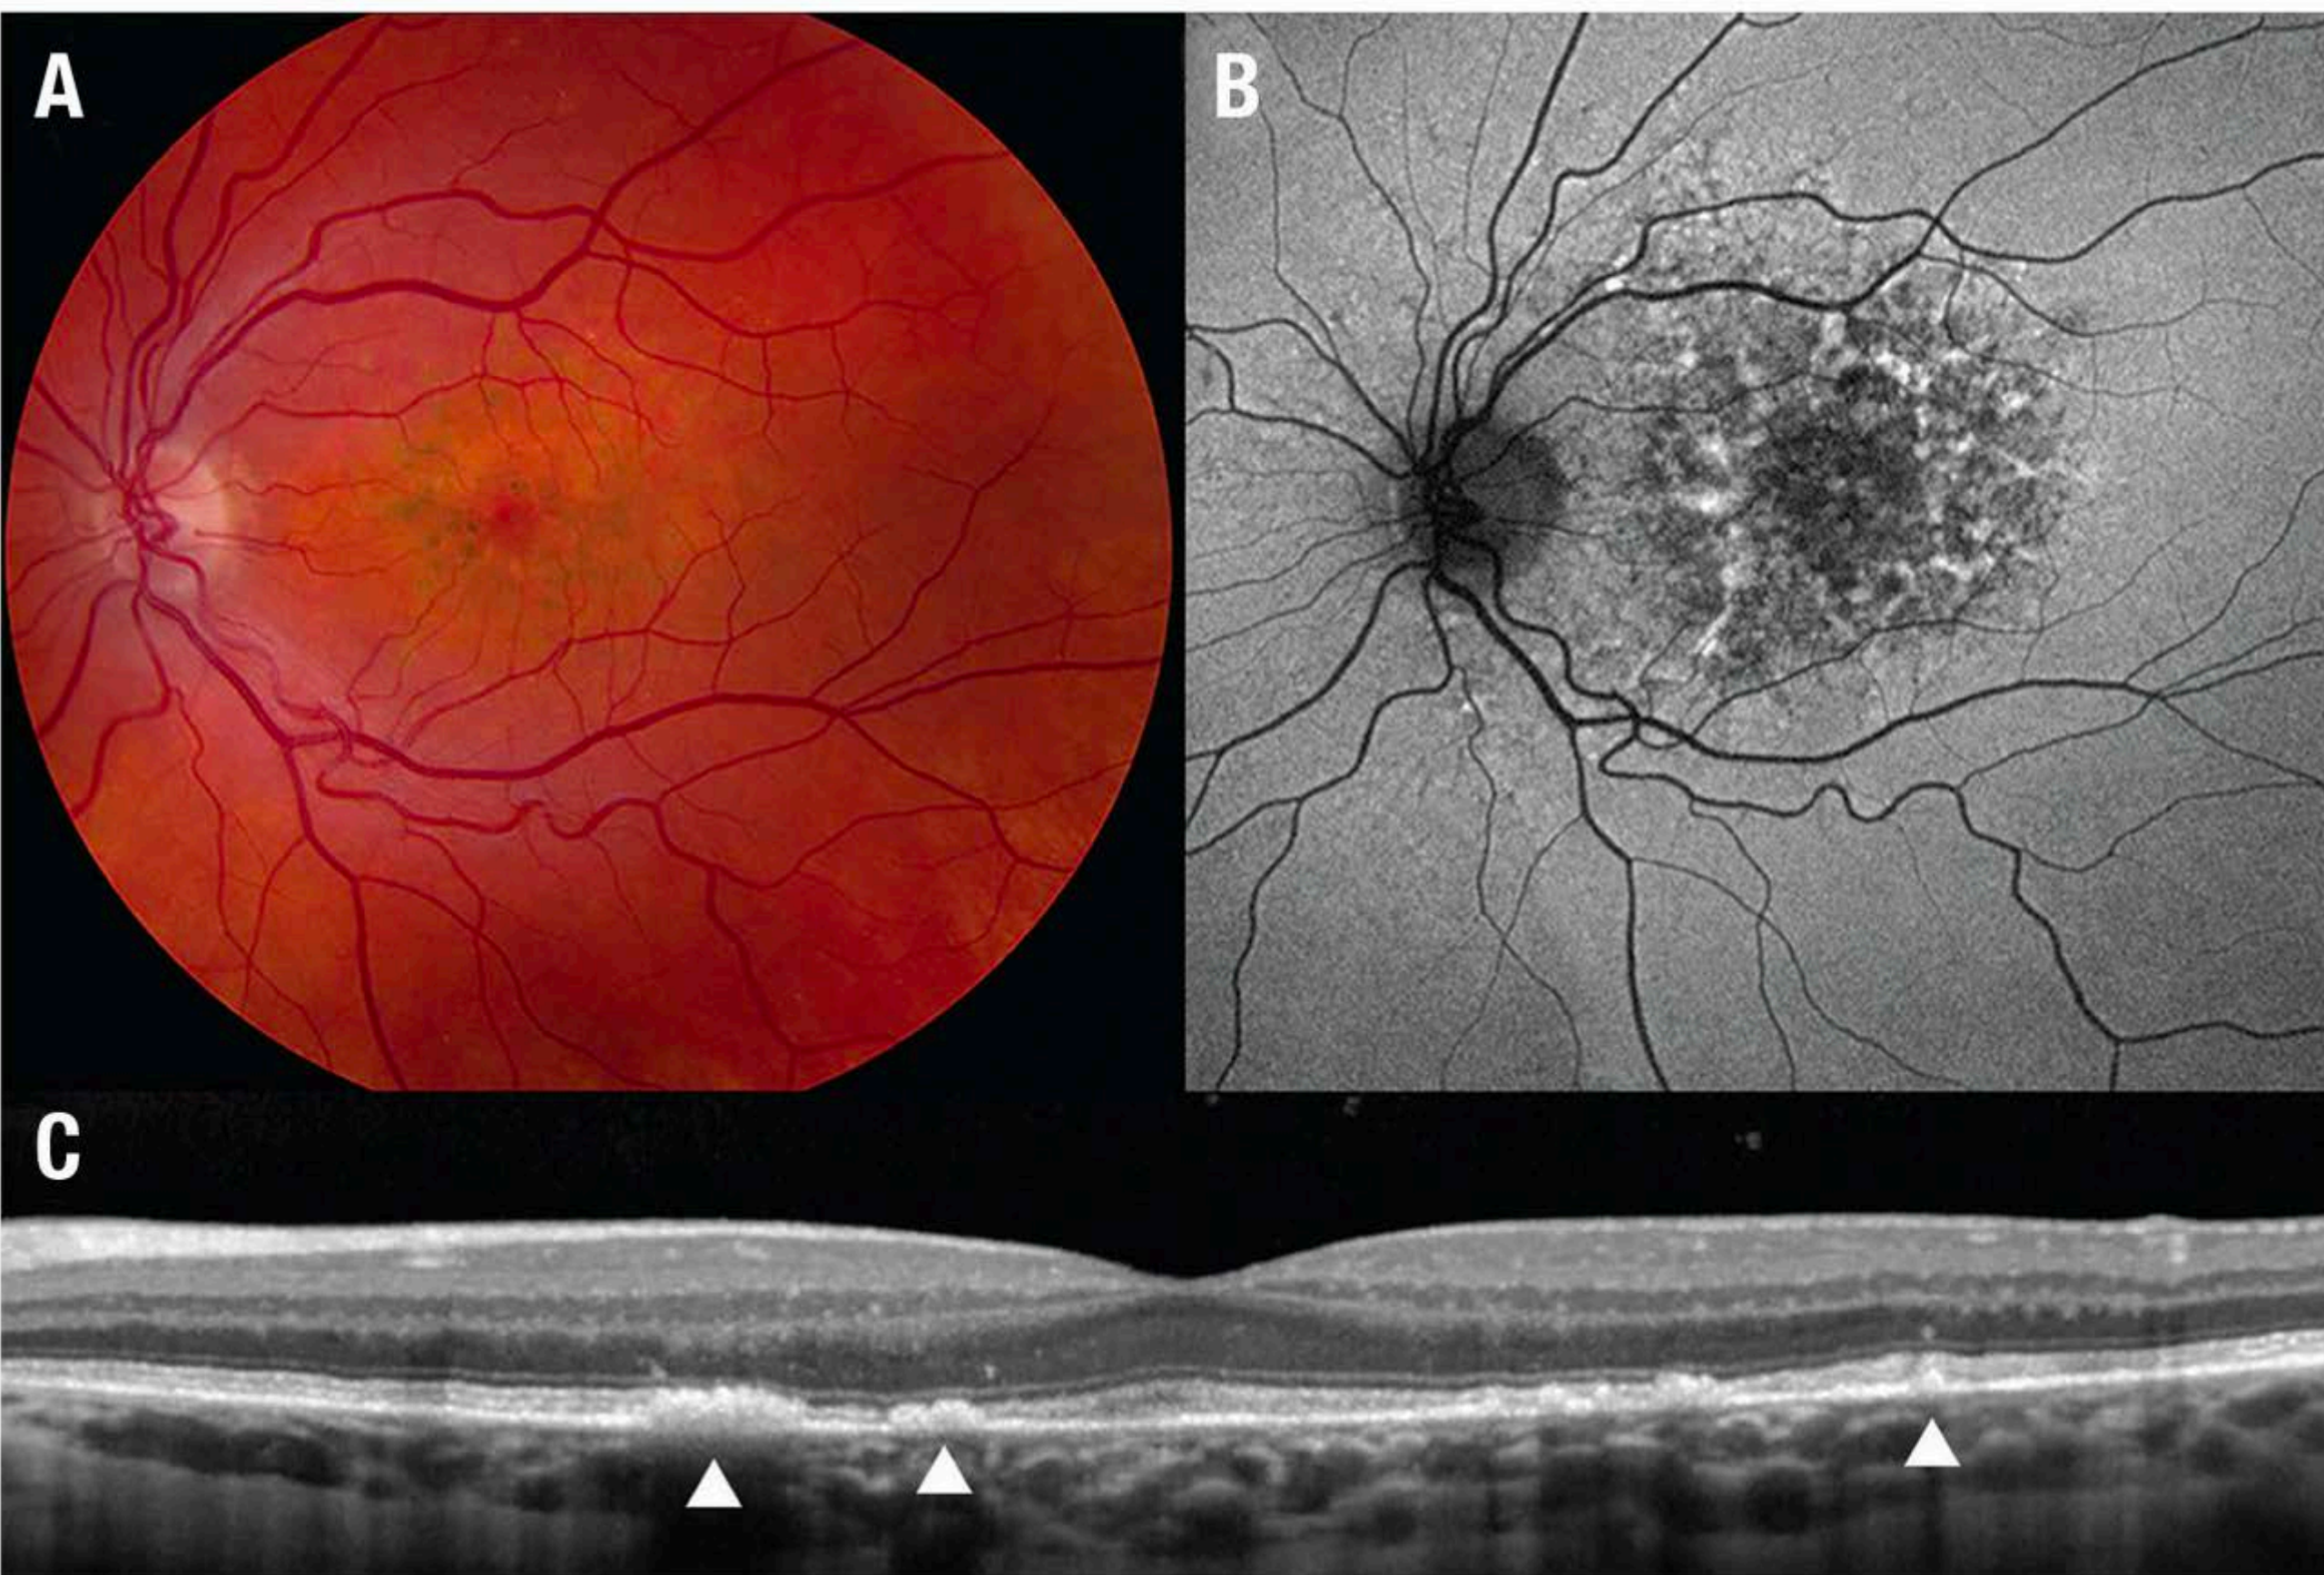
Representative images of a patient with PPS-associated maculopathy. A. Color fundus photography reveals paracentral hyperpigmented spots and yellowish subretinal deposits. The hyperpigmented spots appear to be an early manifestation of the condition; they are often absent in late, atrophic disease. B. Fundus autofluorescence imaging reveals striking AF abnormality, with a fairly well-circumscribed, central patch of hyper- and hypoautofluorescent spots. C. Optical coherence tomography imaging reveals focal nodules of hyperreflectance at the level of the RPE, found to co-localize with hyperpigmented spots.
